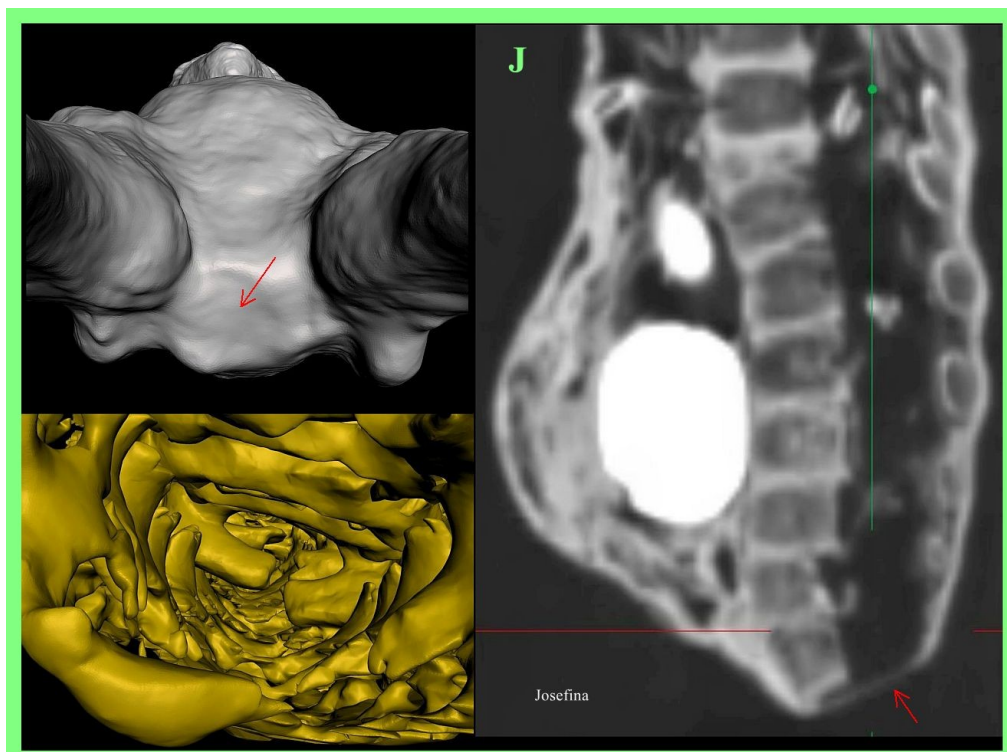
Vista de realidad virtual de TC 3D de 'Josefina' que muestra la superficie corporal (imagen superior izquierda), una mirada hacia el extremo caudal del canal espinal (imagen inferior izquierda) y TC 2D sagital (imagen derecha) del extremo inferior del canal espinal cubierto por piel delgada (flechas rojas).
